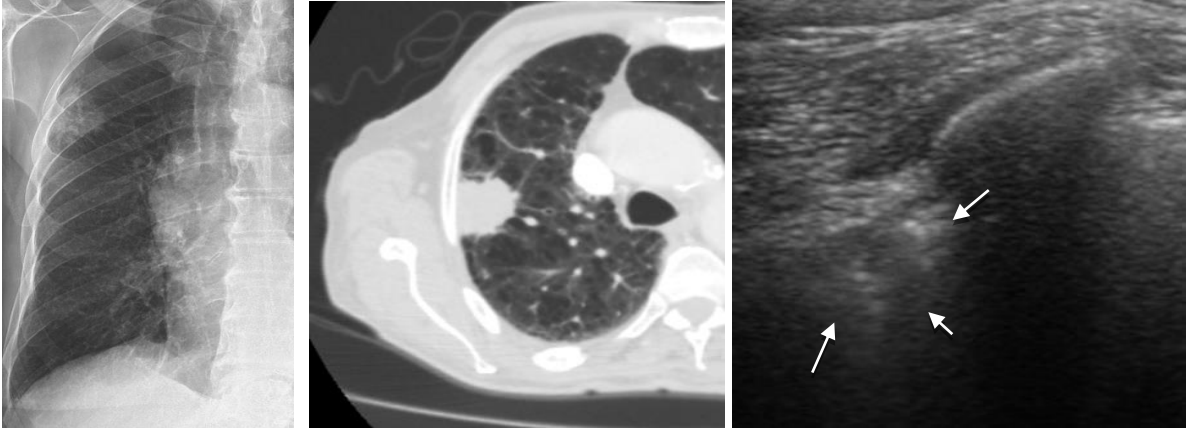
İ.E. Apekteki tüberküloz sekeli lezyonların USG (sol) ve akciğer grafilerindeki (sağ) görünüşleri.
